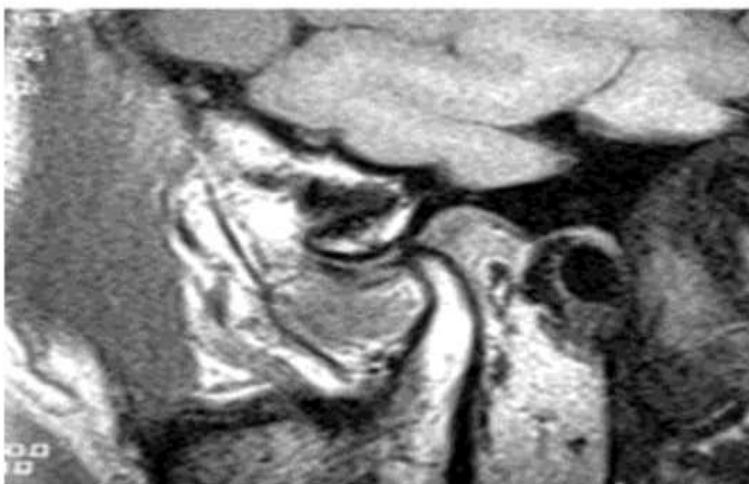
Магнитно-резонансная томография. Патологические положения и дислокации диска: а, б - латеральное и медиальное положение суставного диска; в - частичная вентральная дислокация с репозицией диска в окклюзии и при опускании нижней челюсти
